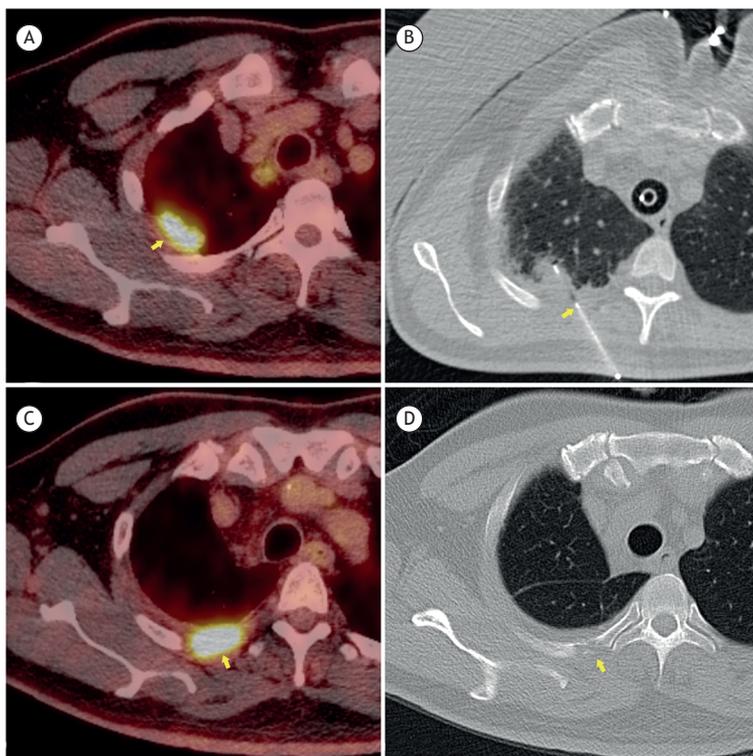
Nódulo em ápice pulmonar direito e biópsia percutânea do mesmo: em A, tomografia por emissão de pósitrons (PET, do inglês *positron emission tomography*) com TC (PET-TC) mostrando o nódulo (seta); em B, TC mostrando o ponto de inserção da agulha coaxial (seta); em C, PET-TC após 6 meses de acompanhamento, mostrando massa em partes moles ávida por ¹⁸F fluorodesoxiglicose; e em D; TC após 6 meses de acompanhamento, mostrando erosão óssea em região posterior do terceiro arco costal (seta).
